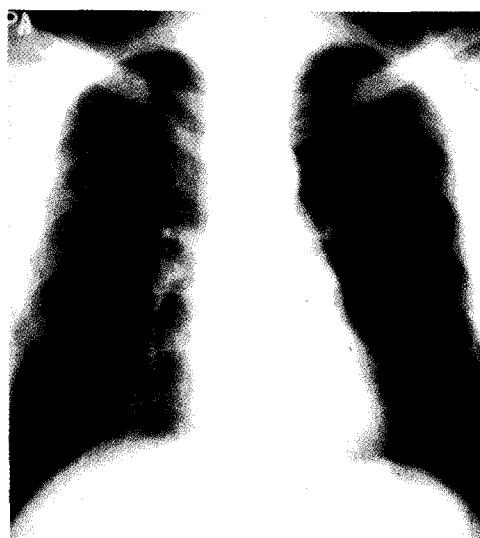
Normal chest rontgenograms on admission (left; 1st patient, right; 2nd patient)
